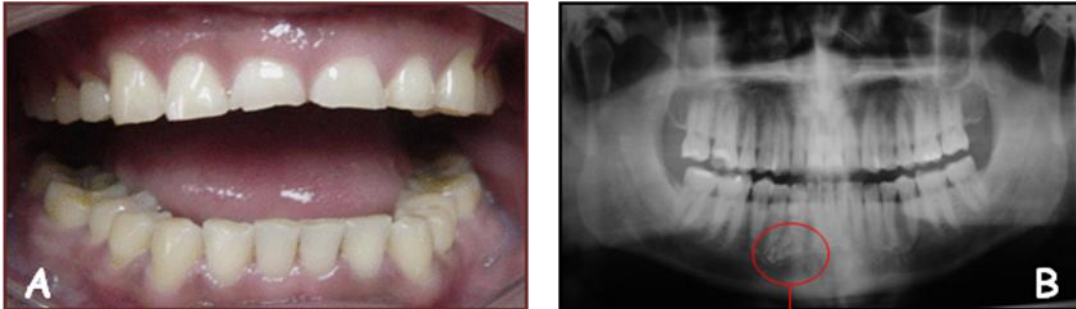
Paciente masculino de 36 años de edad, que se presenta a solicitar atención a la CRED por dolor dental. A) Fotografía clínica del paciente, B) Ortopantomografía en la que se puede apreciar el odontoma compuesto localizado entre las raíces del 43 y 44, C) a mayor acercamiento se observa la lesión radiopaco, de bordes bien definidos, multilocular de 15mm x 25mm aproximadamente, con la forma de pequeños dientes múltiples.
